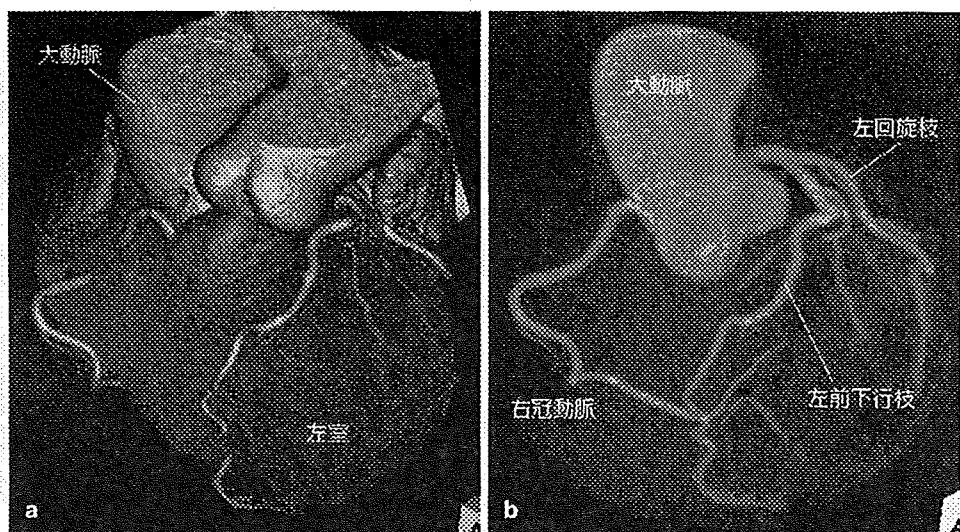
冠動脈 CT アンギオグラフィ (虚血性心疾患疑いの症例)
